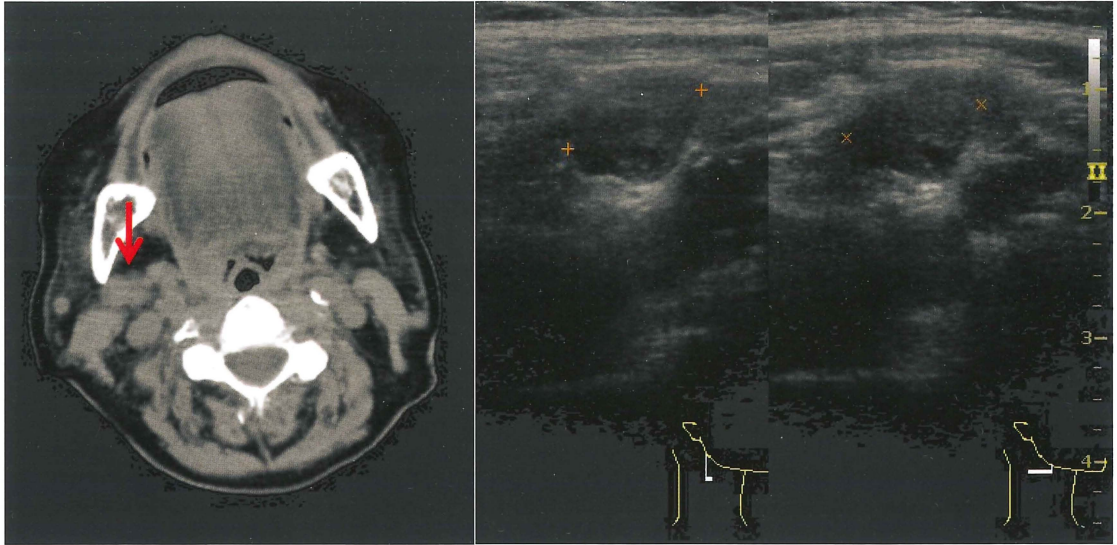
左：CT画像 右顎下部に軟部影を認め、リンパ節転移が疑われた。
